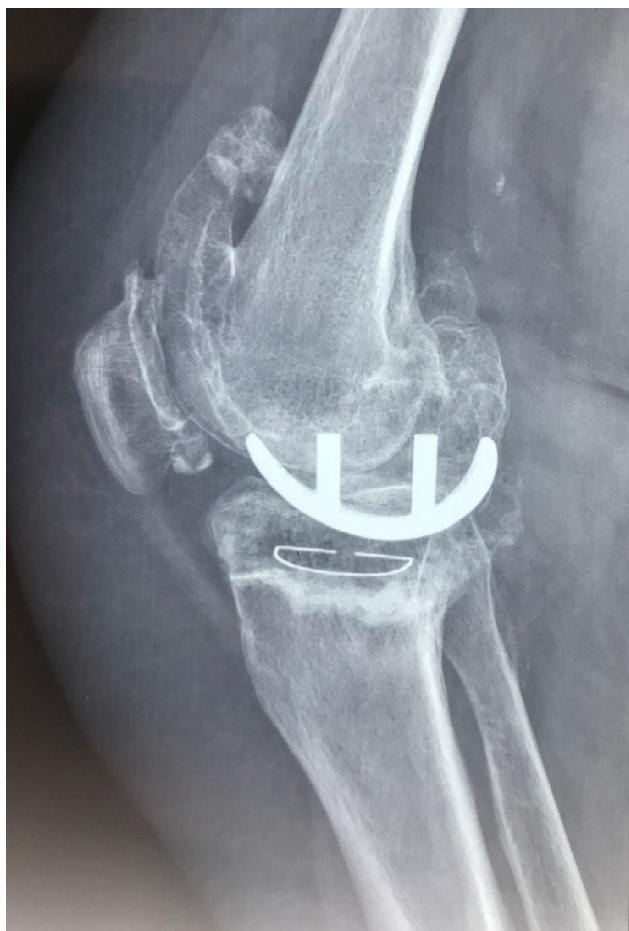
Рентгенограма. Хвора Б. 71 рік. 10 років після моноконділярного ендопротезування обох колінних суглобів. Ознаки нестабільності тібіального компонента ендопротеза у вигляді його дислокації в задньо-латеральних відділах кісткового опилю великогомілкової кістки.
